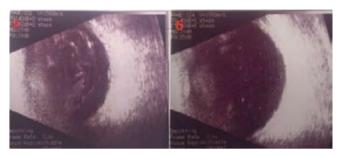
УЗИ правого глаза пациента Π .: а — до операции, б — после витрэнтомии
